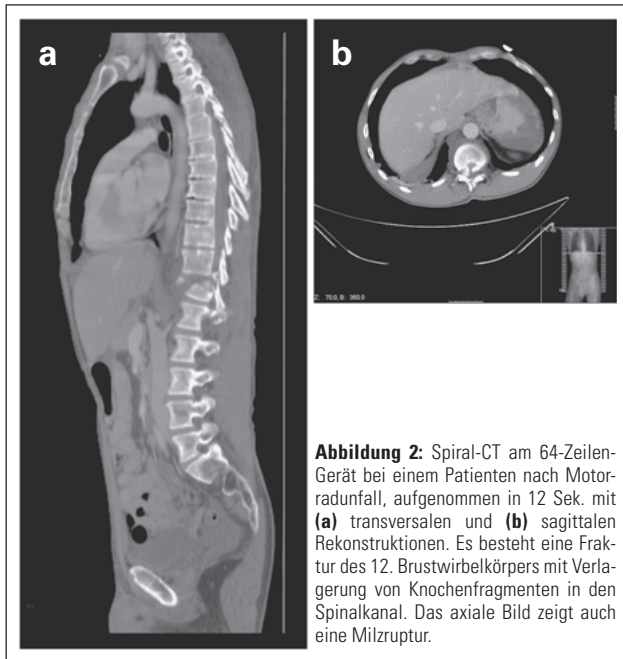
Spiral-CT am 64-Zeilen-Gerät bei einem Patienten nach Motorradunfall, aufgenommen in 12 Sek. mit (a) transversalen und (b) sagittalen Rekonstruktionen. Es besteht eine Fraktur des 12. Brustwirbelkörpers mit Verlagerung von Knochenfragmenten in den Spinalkanal. Das axiale Bild zeigt auch eine Milzruptur.
